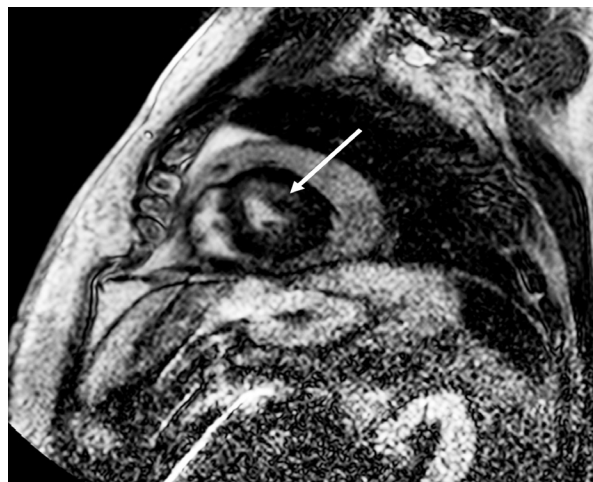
IRM cardiaque : coupe «petit axe» pondérée T1, 10 minutes après injection de gadolinium : les hypersignaux (flèches) représentent le gadolinium retenu en grande quantité par les dépôts amyloïdes cardiaques, alors qu'il est éliminé plus rapidement du myocarde normal.
